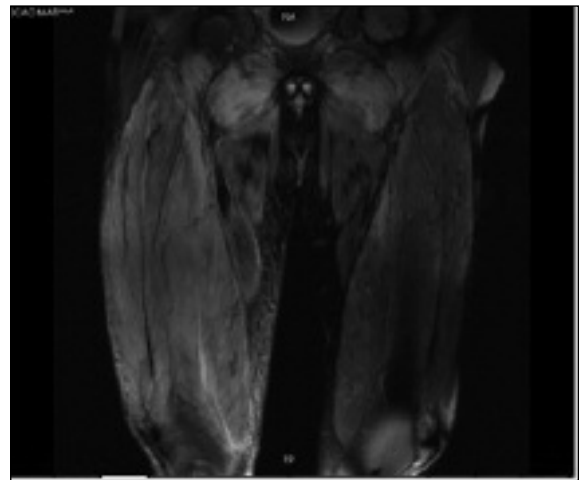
RMN da coxa direita: infiltração e edema de forma difusa de todos os grupos musculares da coxa direita em relação com miosite
